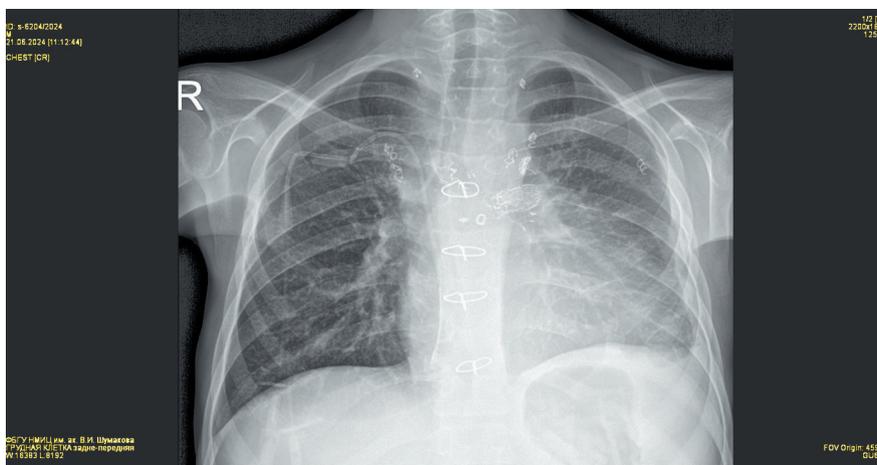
Рентгенография легких после стентирования левого главного бронха
